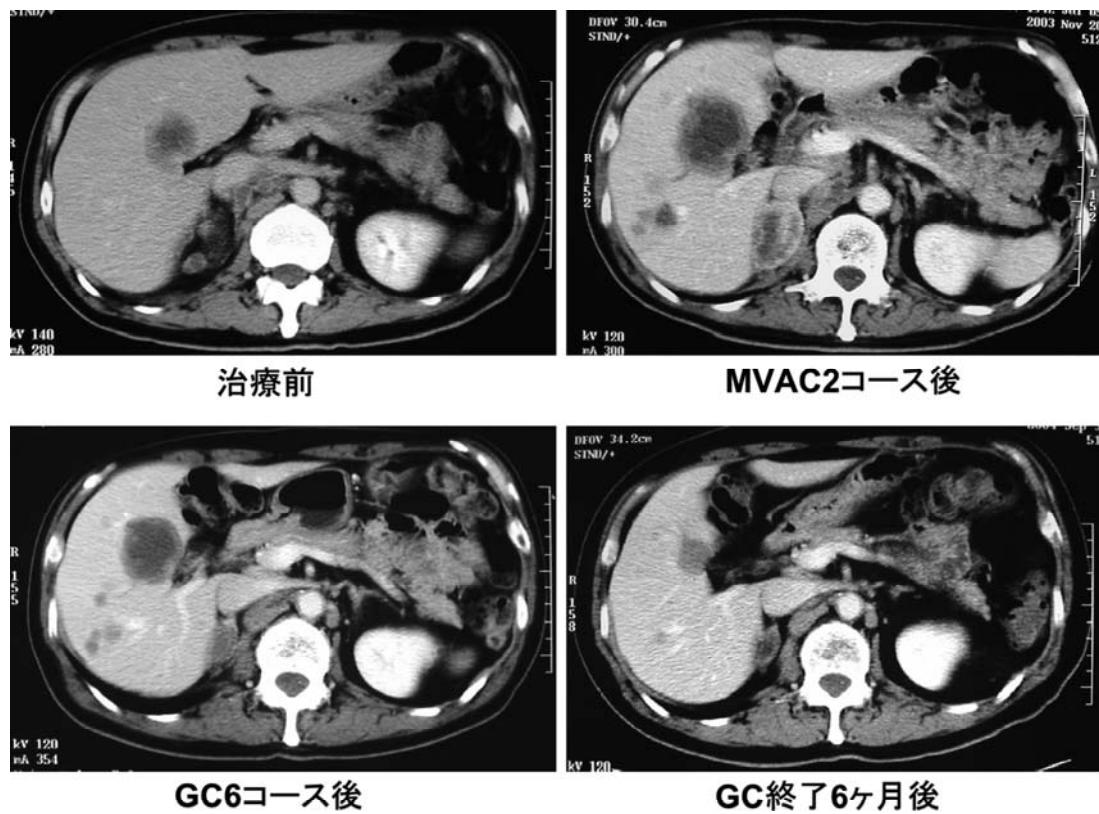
CT of liver and adrenal gland metastases in patient #9.
